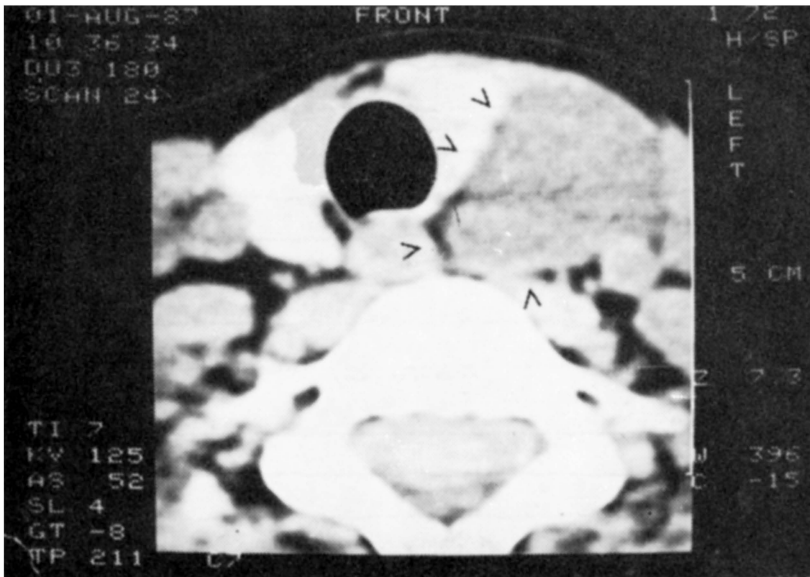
Caso MJS: tomografia computadorizada do pescoço mostrando massa heterogênea, com aspectos císticos, medindo 5cm no maior diâmetro (flechas), na região posterior do lobo esquerdo da tireóide, cujo exame anátomo-patológico mostrou tratar-se de adenoma de células oxifílas.
